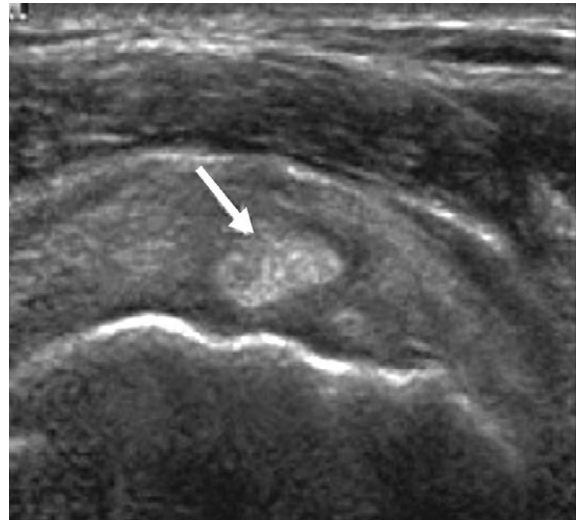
Ultrasound showing calcific tendonitis.
